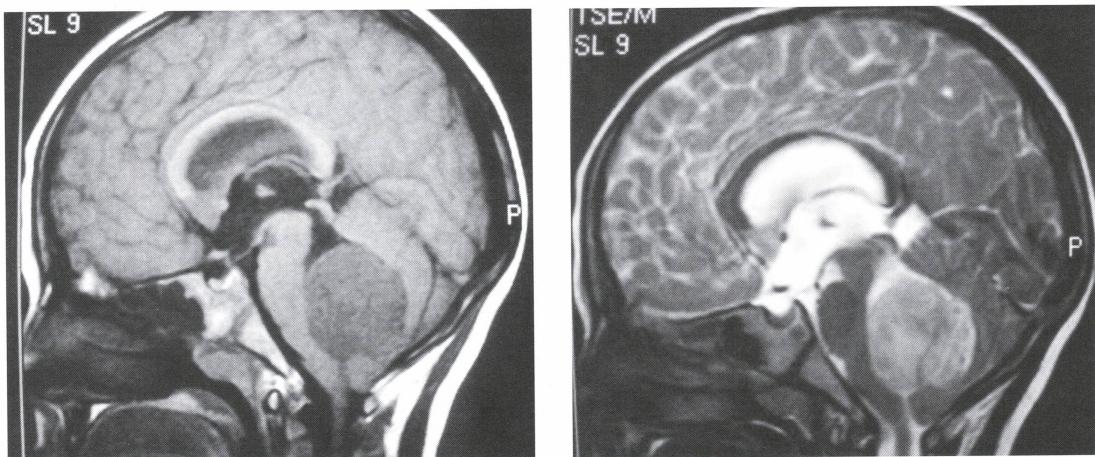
Tumor de fosa posterior en un niño de 3 años de edad. RM de cerebro con corte sagital a nivel de la línea media, con secuencias ponderadas en T1 (a) y T2 (b).
